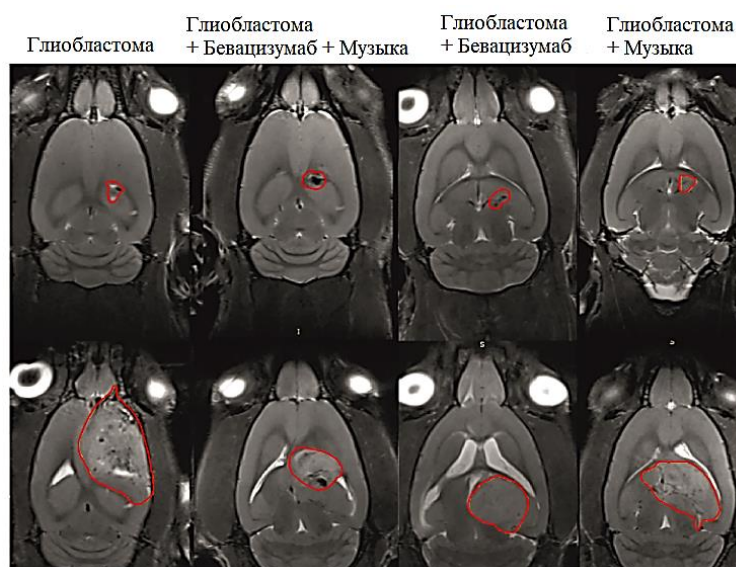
МРТ-изображения глиобластомы в группах ГБМ, ГБМ+Музыка, ГБМ+БЦМ и ГБМ+БЦМ+Музыка
